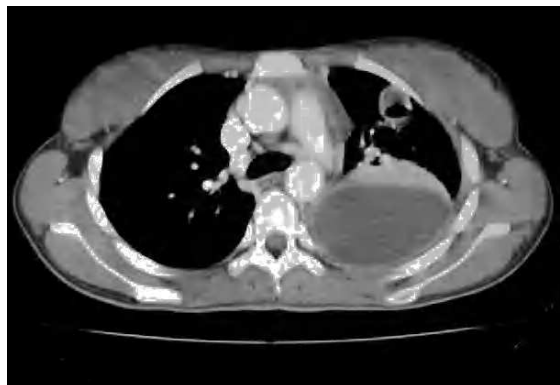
Tomografía axial computarizada (TAC) pulmonar: se observa colección pleural izquierda con engrosamiento pleural difuso que ocasiona atelectasia del parénquima pulmonar adyacente. Nódulo cavitado con pequeño nivel hidroaéreo en lóbulo superior izquierdo.
